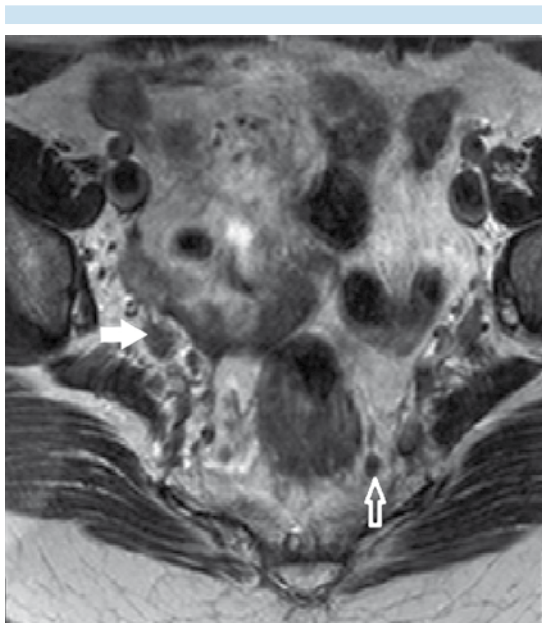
Resonancia potenciada en T2, corte axial: ganglio en la cadena ilíaca izquierda (flecha).
